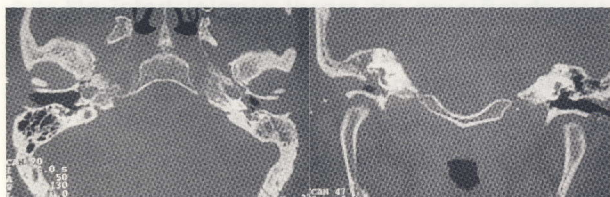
TC AXIAL E CORONAL MOSTRANDO EDEMA E AUMENTO DE VOLUME DAS PARTES MOLES DO CAE À ESQ, BEM COMO O PREENCHIMENTO DO OUVIDO MÉDIO (CAIXA DO TÍMPANO E MASTOIDE) POR DENSIDADE DE PARTES MOLES. A CADEIA OSSICULAR ESTAVA ÍNTEGRA.
